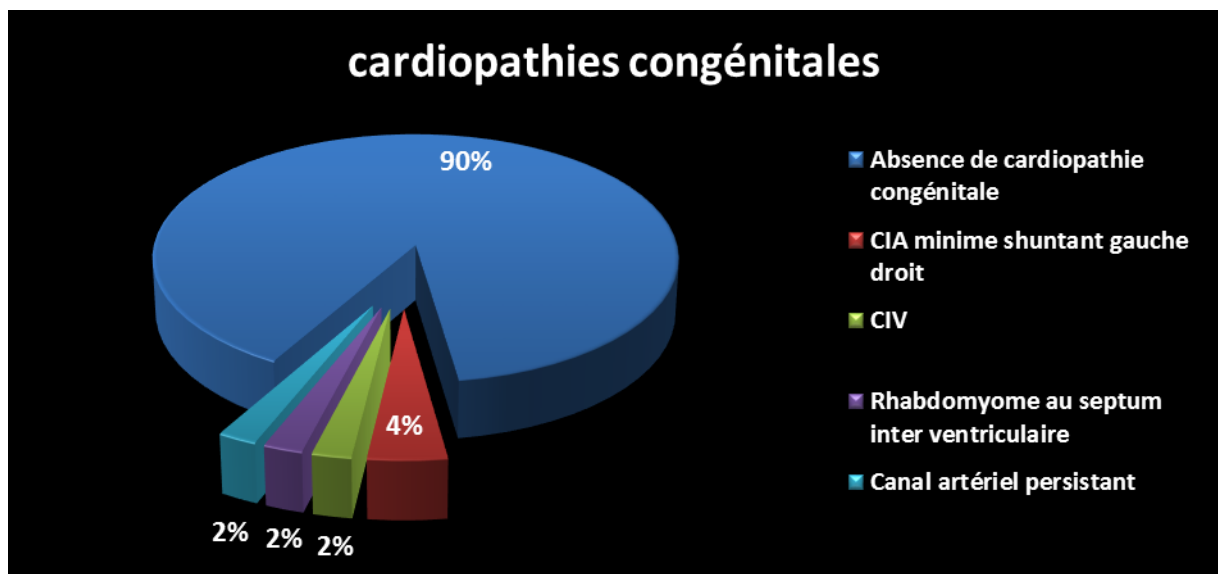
Cardiopathies congénitales découvertes à l'échographie.
